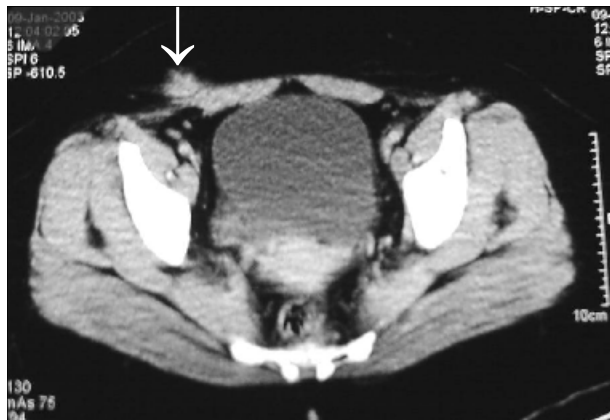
TC pélvica. Nódulo sólido, de contorno irregular, com captação homogênea de contraste endovenoso, na parede anterior pélvica (seta).
